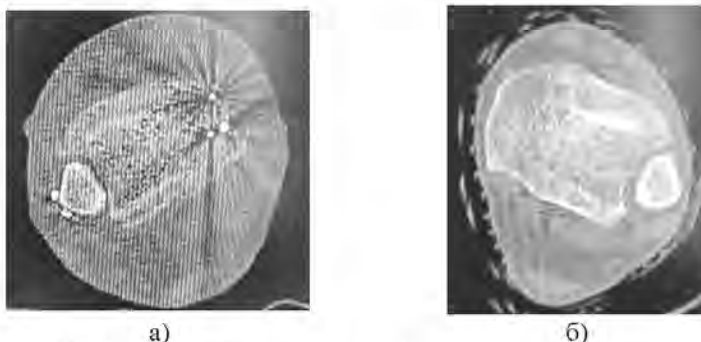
Аксиальные КТ-срезы на уровне 3 мм над плоскостью голеностопного сустава после операции фиксации ДМБС. Малоберцовые вырезки на поврежденной и неповрежденной конечностях идентичны: а — оперированная конечность; б — контралатеральная конечность
